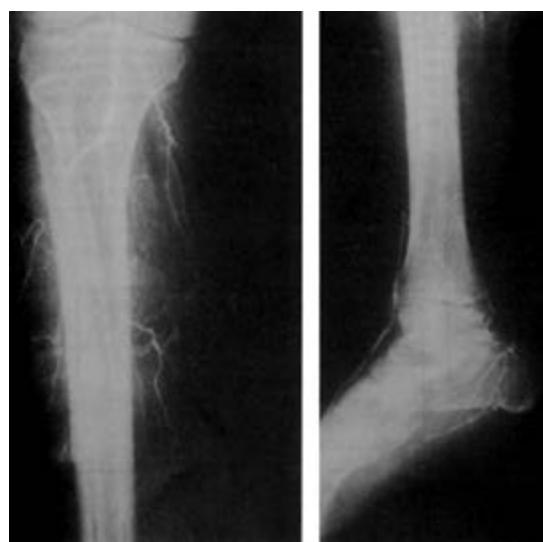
Банальная рентгенография нижней конечности: кальцификация артерий
